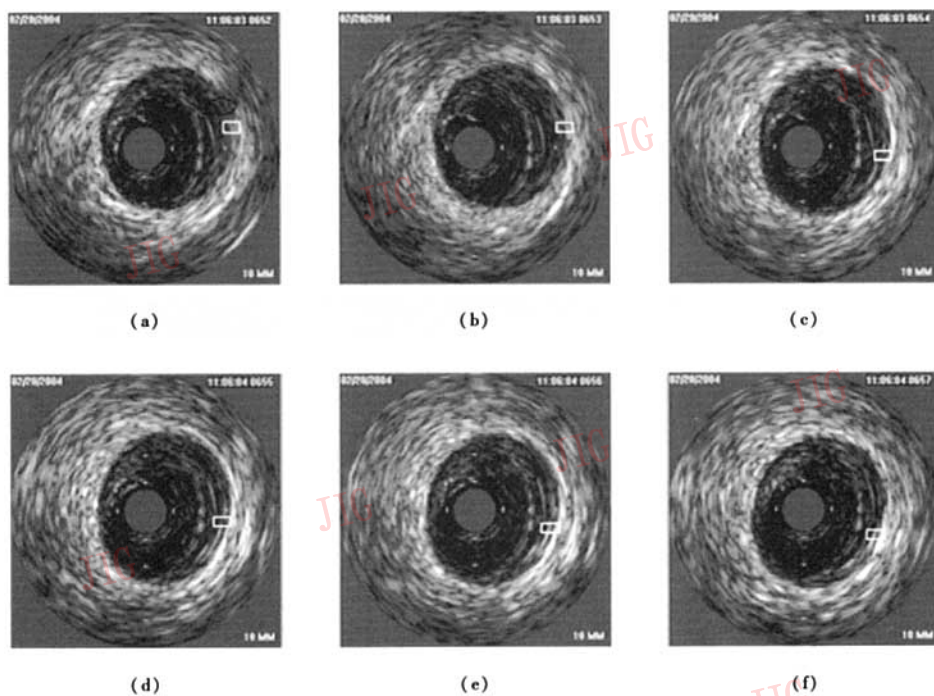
序列血管内超声图像,其中图(b)和图(c)存在明显错位
